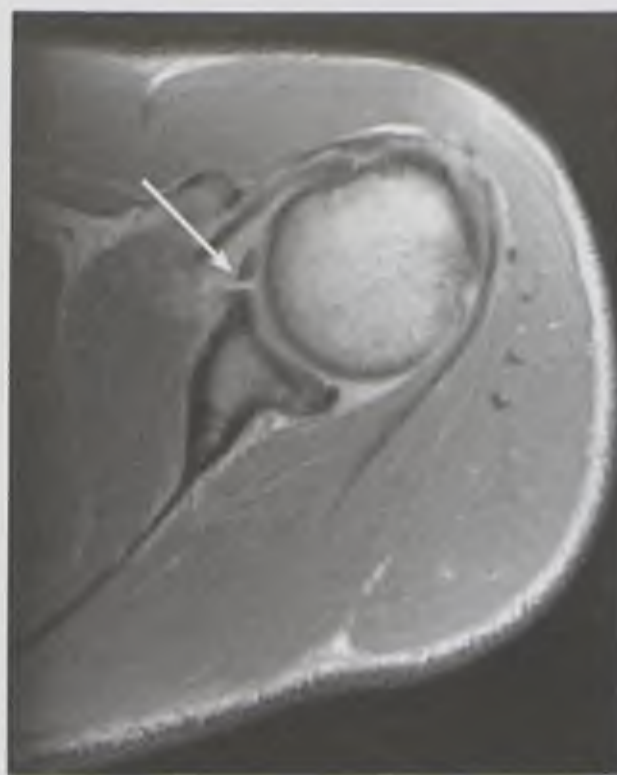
Магнитно-резонансная томограмма плечевого сустава, Т2-взвешенное изображение. Разрыв передней суставной губы суставной впадины лопатки (стрелка)
